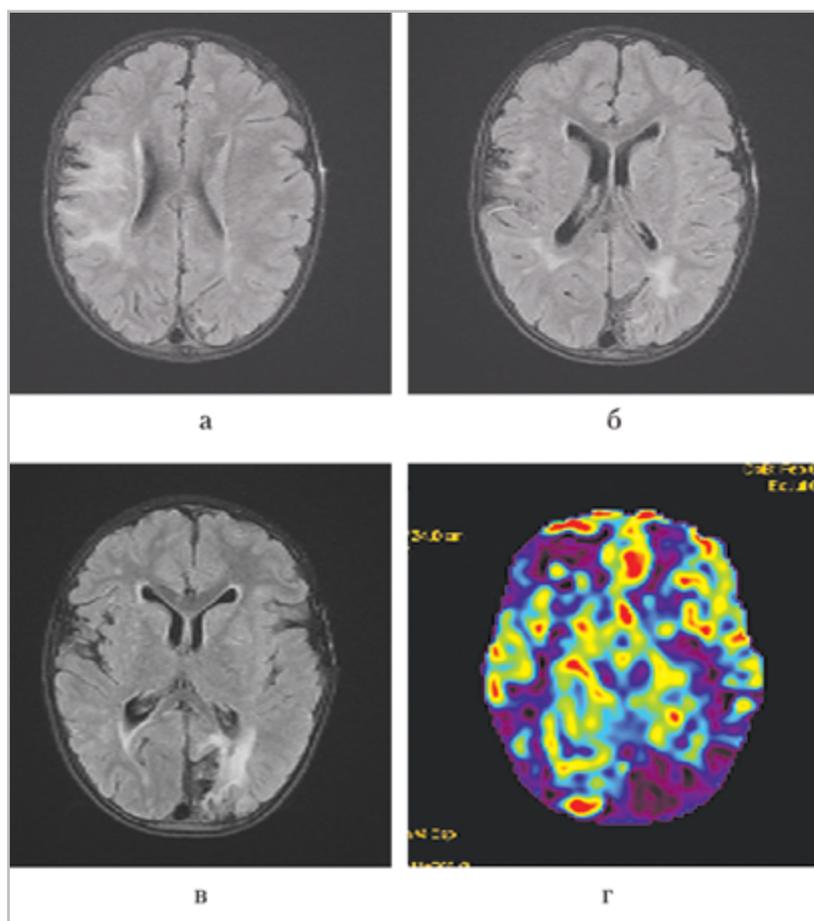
МР-томограммы головного мозга пациента через 2 года после поэтапного хирургического лечения в режимах T2-FLAIR (*a – в*) и ASL (*г*)
